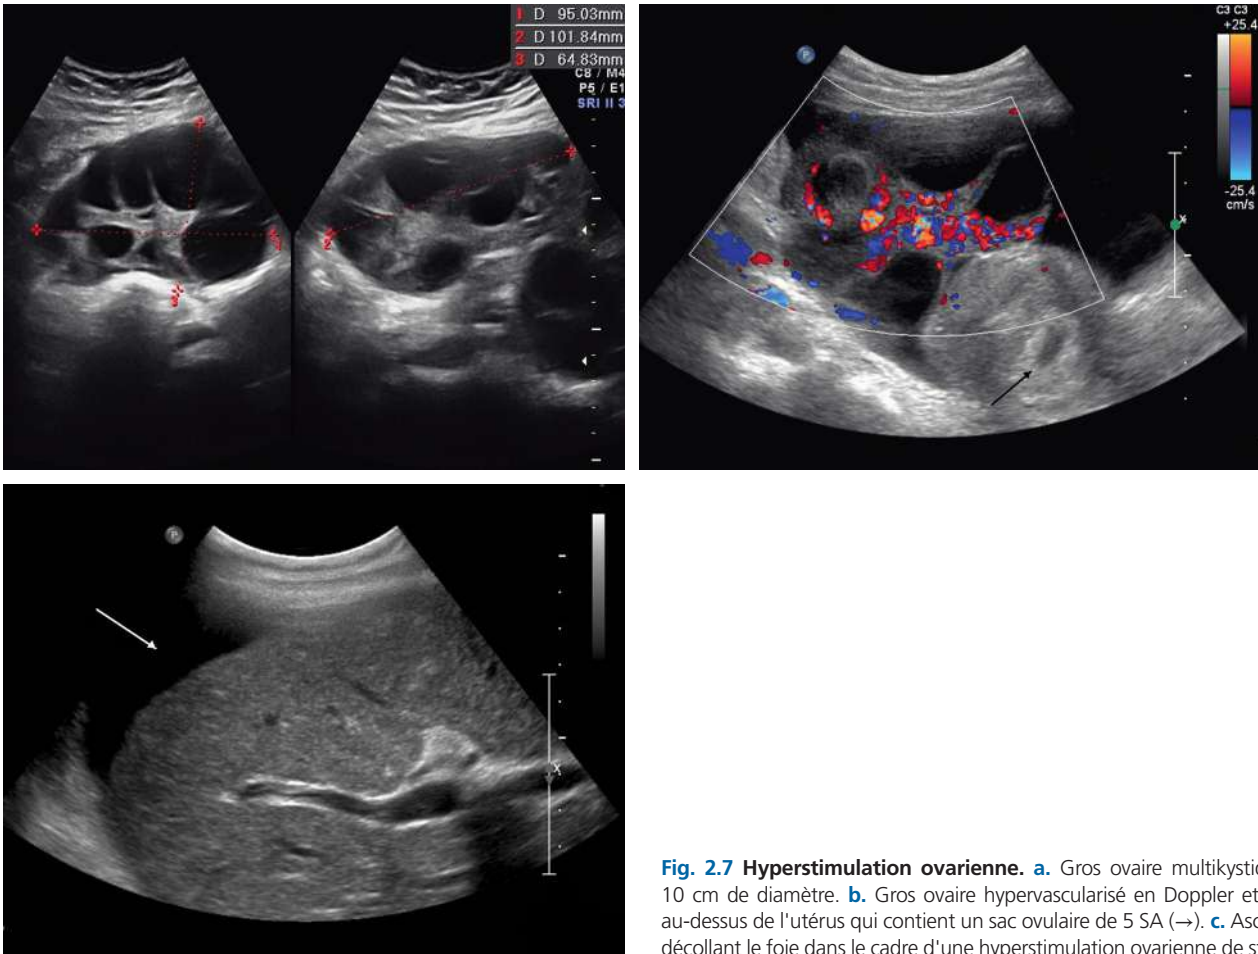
Hyperstimulation ovarienne. a. Gros ovaire multikystique de 10 cm de diamètre. b. Gros ovaire hypervascularisé en Doppler et visible au-dessus de l'utérus qui contient un sac ovulaire de 5 SA (→). c. Ascite (→) décollant le foie dans le cadre d'une hyperstimulation ovarienne de stade III.
